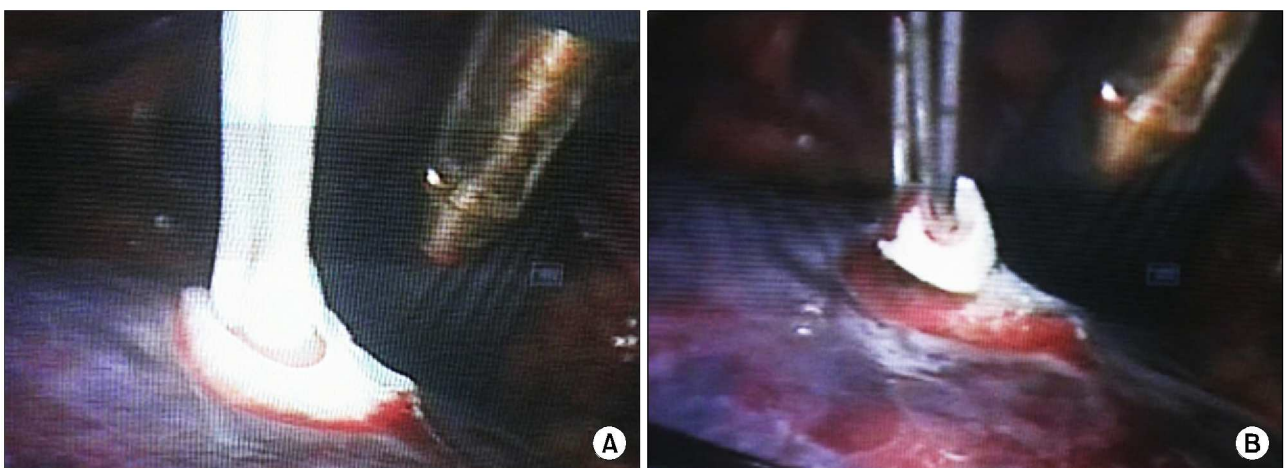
Freezing and thawing. Laparoscopic view of the renal tumor during a freezing and thawing cycle of laparoscopic cryoablation with using 3 cryoprobes. (A) During the freeze cycle, ice ball formation is visualized on the laparoscopic view and by real-time ultrasonogram. (B) During the thawing cycle, the circumferential purplish ring signifies the area encompassed by the ice ball.
